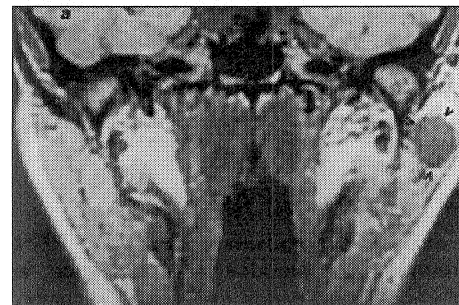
Exame de RMN em planos axial (b,c) e coronal (a). A lesão é delimitada pelas setas, apresentando imagem hipointensa em T1 em relação ao tecido glandular normal e hiperintensa em T2.
